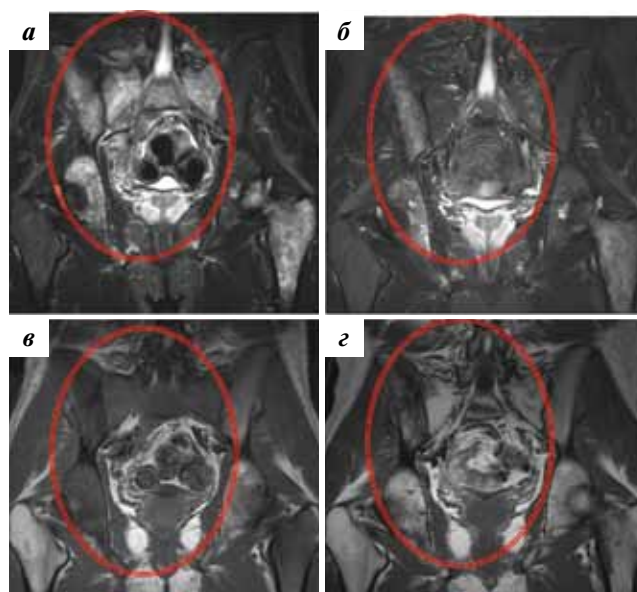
Полное восстановление МР-сигнала КМ при диффузном типе поражения после 8 циклов ПХТ. На МРТ в режиме STIR хорошо определяется диффузное исчезновение инфильтративных изменений КМ крестца, подвздошных и седалищных костей до ПХТ (а) и после ПХТ (б) и диффузная конверсия жировым компонентом КМ, хорошо дифференцируемая на T1-ВИ до ПХТ (в) и после ПХТ (г)
